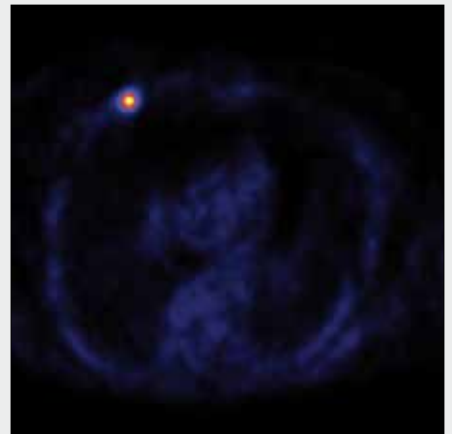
Přestavbové změny skeletu u nemocné s karcinomem prsu, metastázy nebyly prokázány. A – PET, celotělová rekonstrukce MIP; B, C, D – CT, fúze PET/CT a PET fraktura žebra; E, F, G – CT, fúze PET/CT a PET aktivní výstavba spondylofytů; H, I, J – CT, fúze PET/CT a PET únavové fr. tarsu
